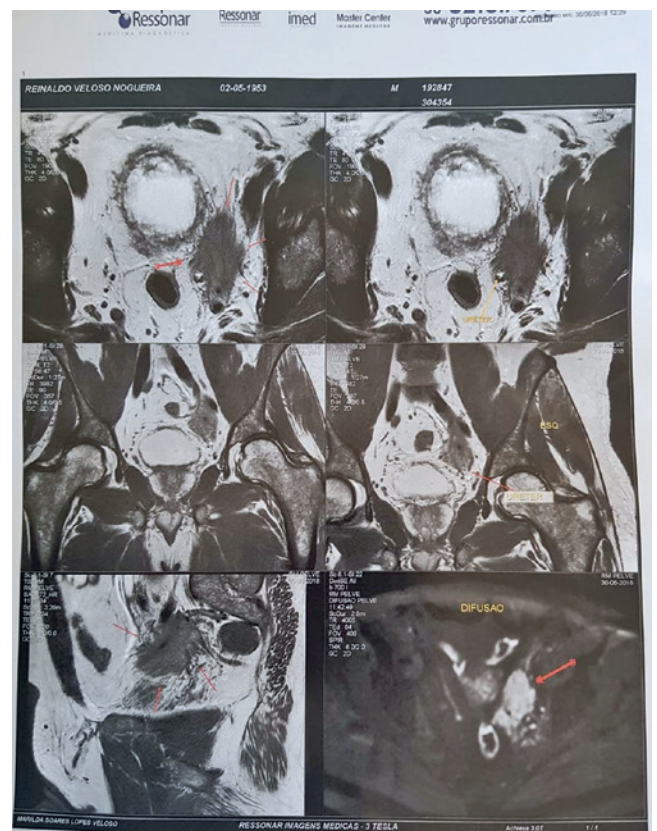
Ressonância magnética de abdome. Nota-se lesão expansiva e infiltrativa na pelve à esquerda, que envolve vasos ilíacos internos e ureter distal
